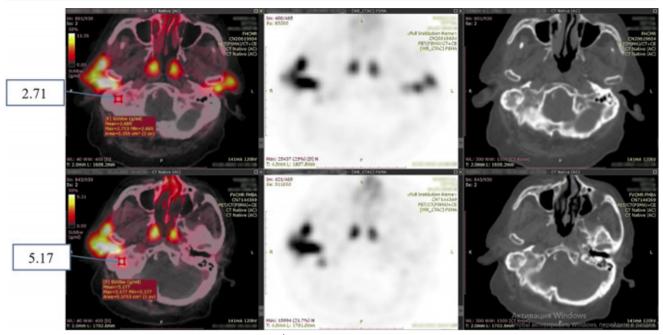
Сравнение данных исследований ПЭТ/КТ (височная кость) до лечения (снизу) и снижение экспрессии ПСМА и нарастание склерозирования после 6 циклов РНТ РФЛП на основе радия-223 хлорида (сверху) Fig. 5. Comparison of data from PET/CT studies (temporal bone) before treatment (bottom) and a decrease in PSMA expression and an increase in sclerosis after 6 cycles of RNT RFLP based on Radium-223 chloride (top)
